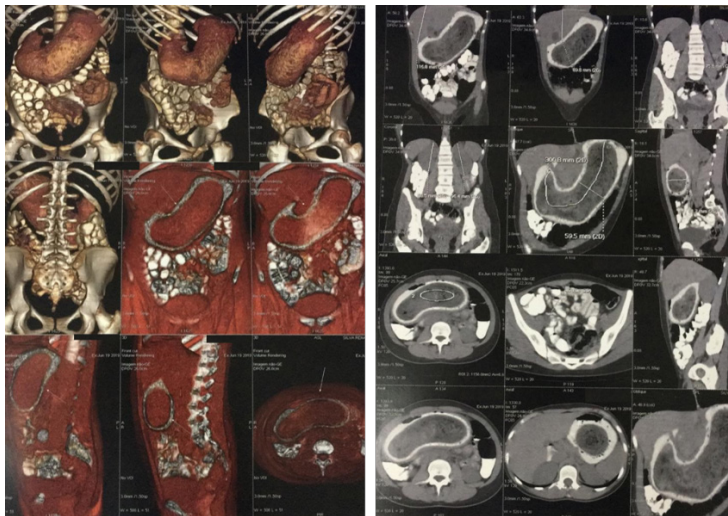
Tomografia computadorizada de abdome total.
